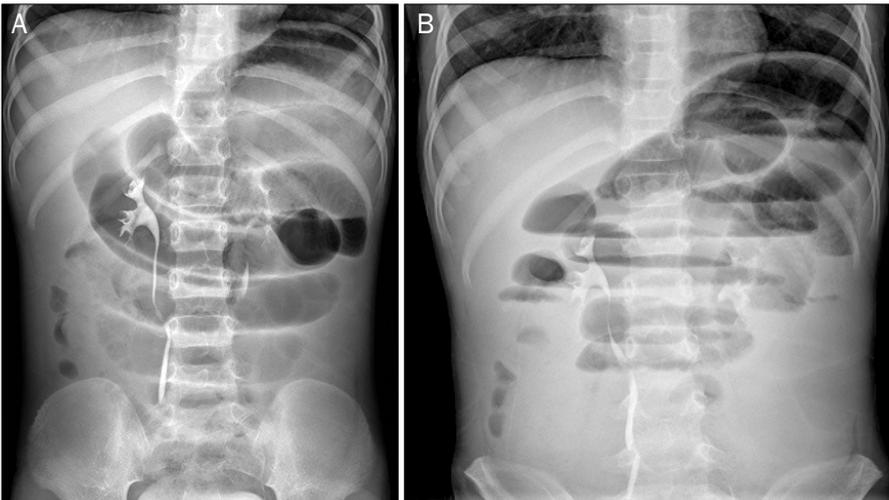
Abominopelvic X-ray findings. (A) Supine simple abdomen showing dilated loops of the small intestine and bowel edema. (B) Erect simple abdomen showing multiple air-fluid levels with a step ladder sign.
